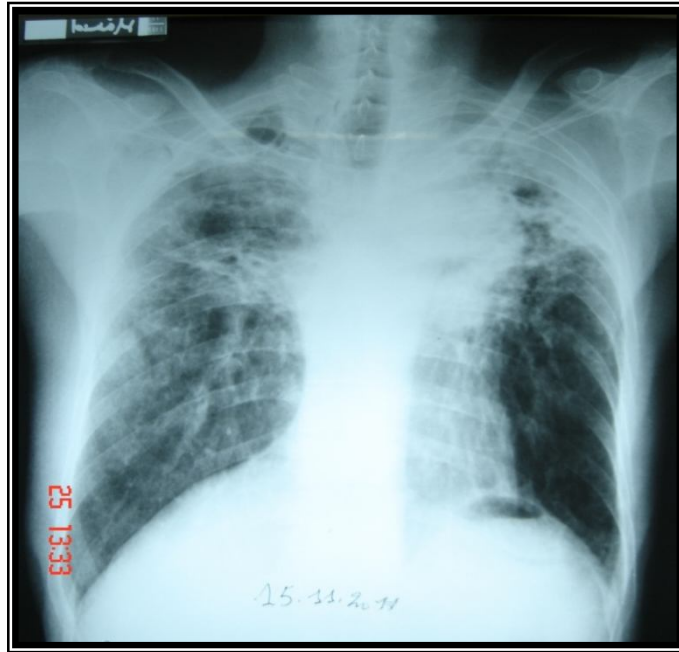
Radiographie thoracique montrant des opacités diffuses +/- excavées bilatérales
